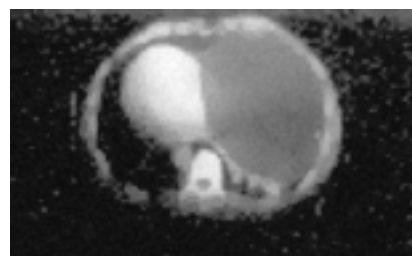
TAC de tórax que confirma la existencia de gran tumoración de densidad quística de 18 cm de diámetro, sin calcificaciones que ocupa gran parte del hemitórax derecho que desplaza el mediastino totalmente al hemitórax izquierdo.
